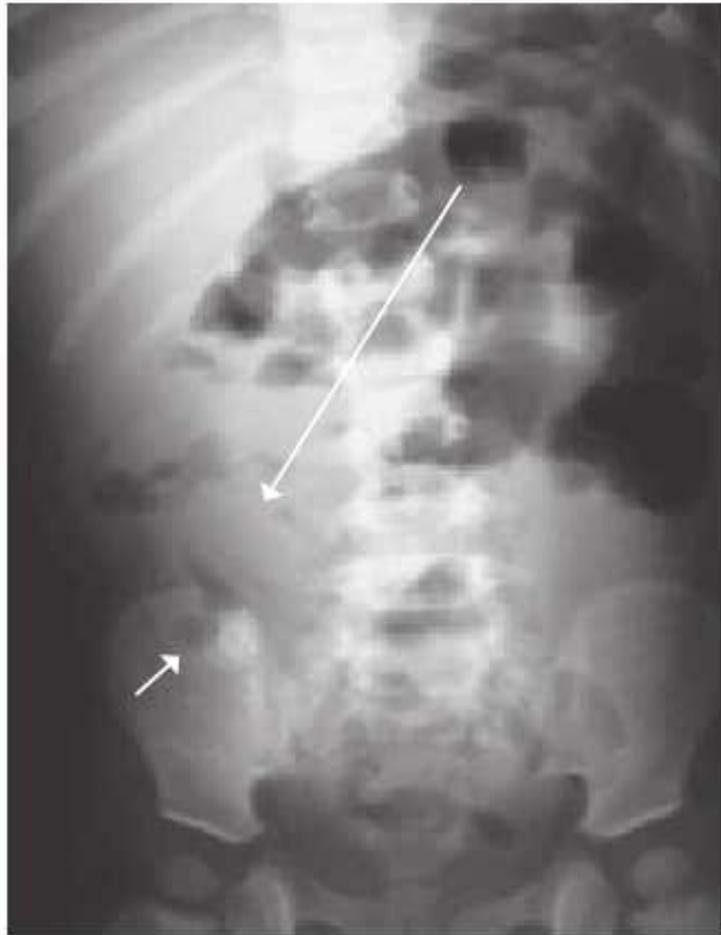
Radiografía simple de abdomen en un niño con apendicitis
